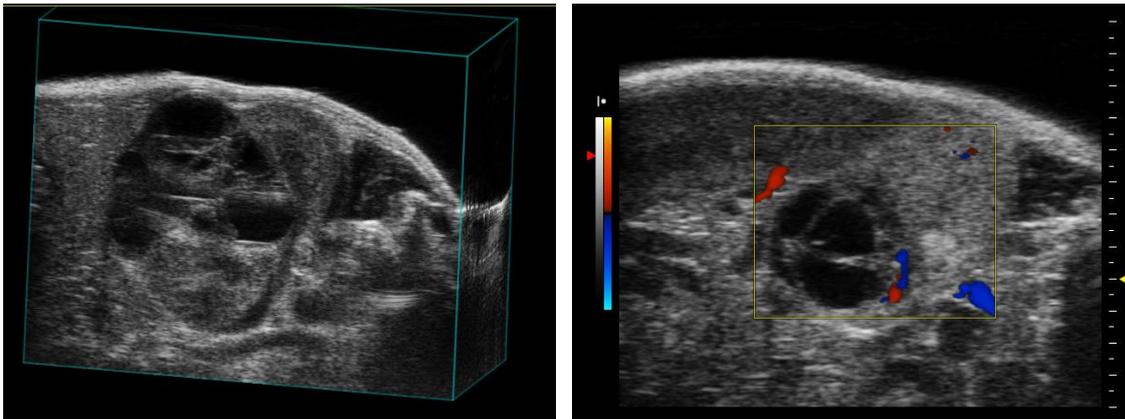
Sonographie Balbc/nude Maus nach Zellimplantation der Zelllinie NTB 1102 39 Wochen nach OP. Links: Große zystische Raumforderung der linken Niere. Rechts: Farbduplex-Sonographie mit Nachweis der Vaskularisierung des Tumors im Randbereich.
